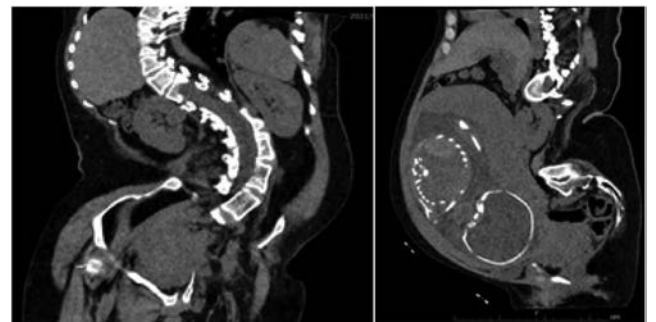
妊娠30週時の単純CT像：強い側弯、骨盤の変形を認める。児頭先進部は恥骨より上方にあり骨盤への侵入が困難な状態である。
